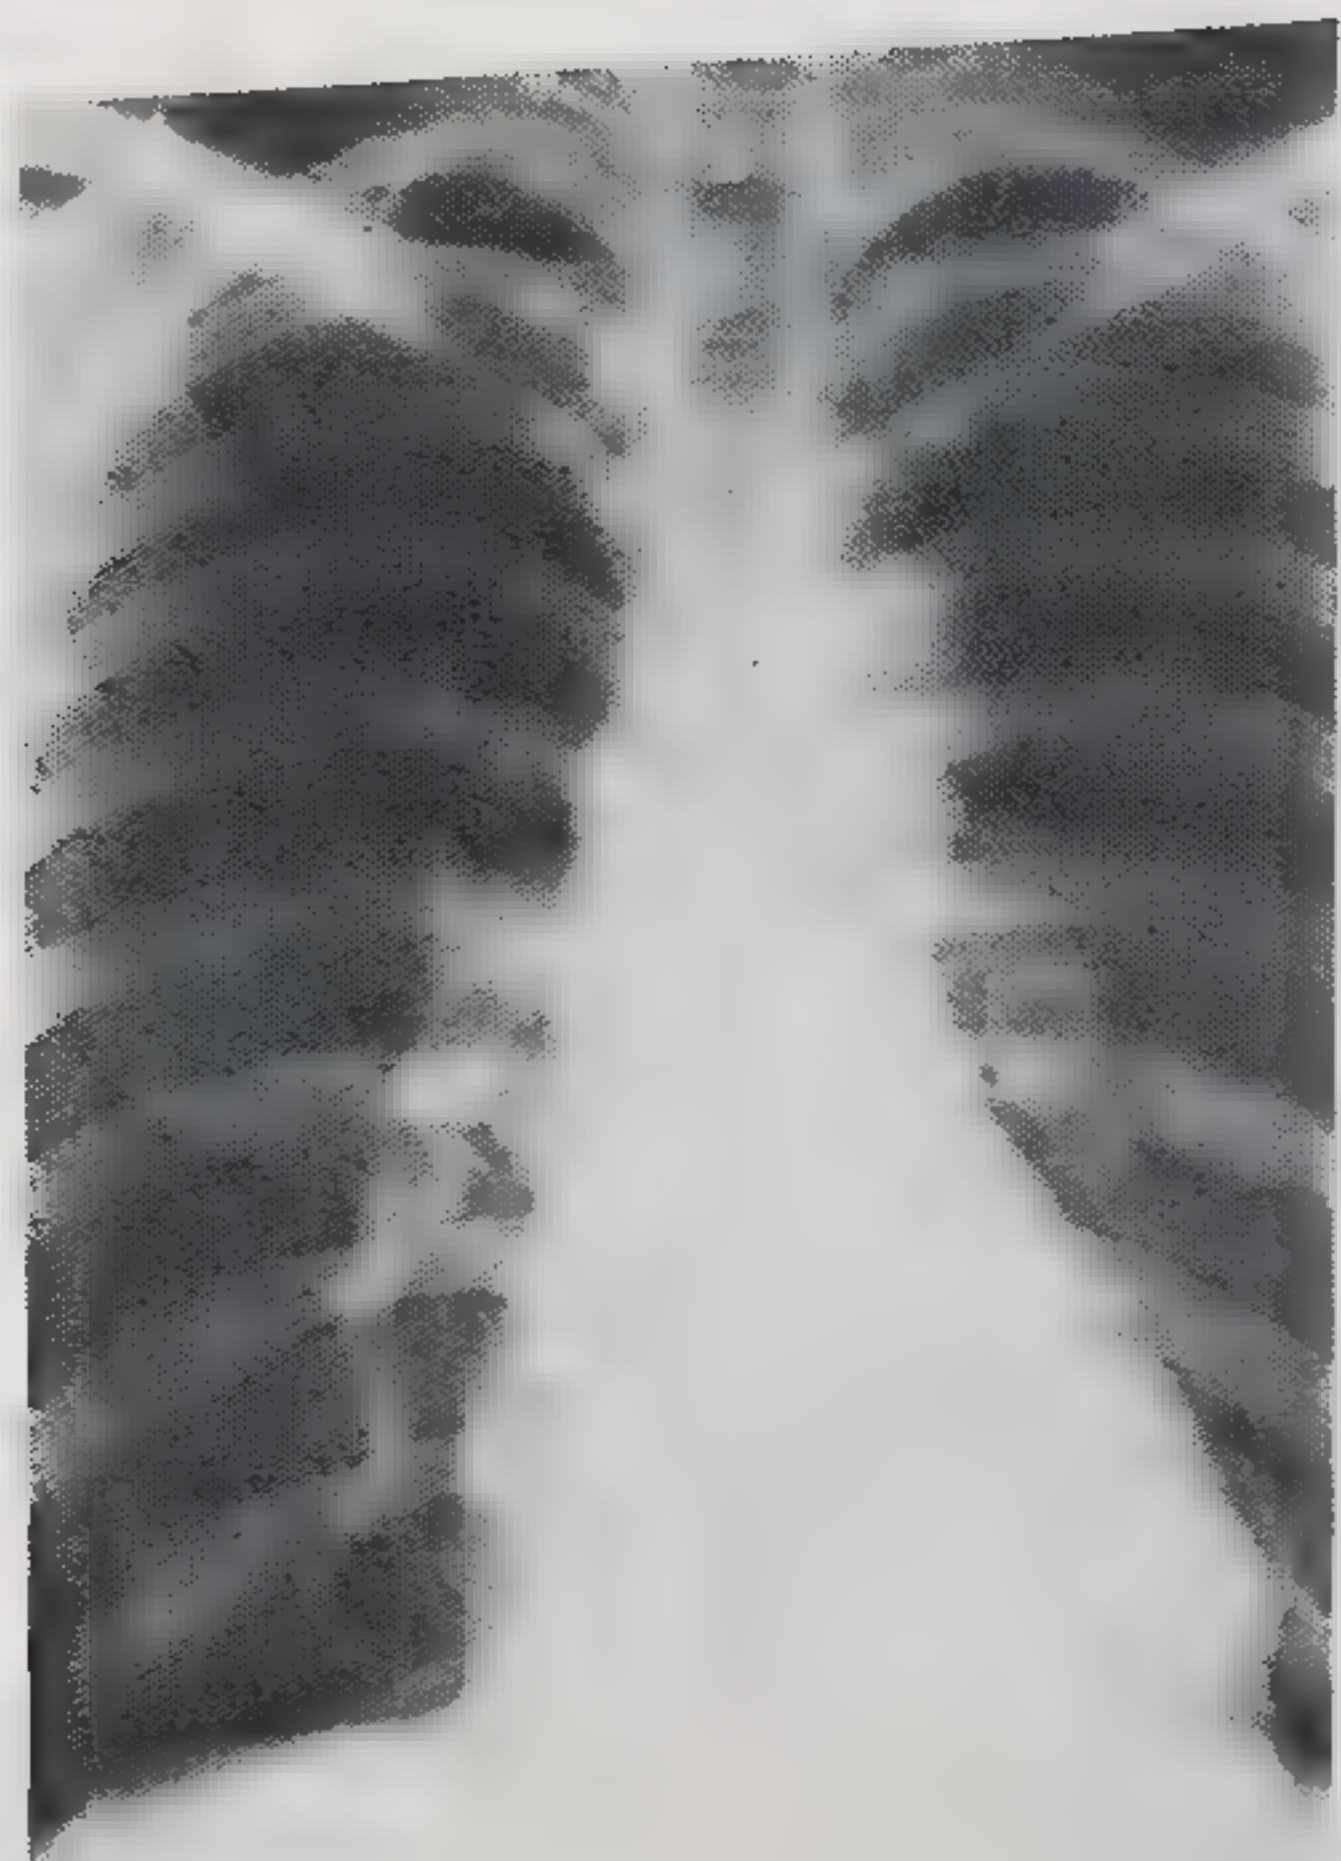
Рентгенограмма грудной клетки той же больной спустя год после операции: границы сердца и легочная ткань в пределах нормы.
